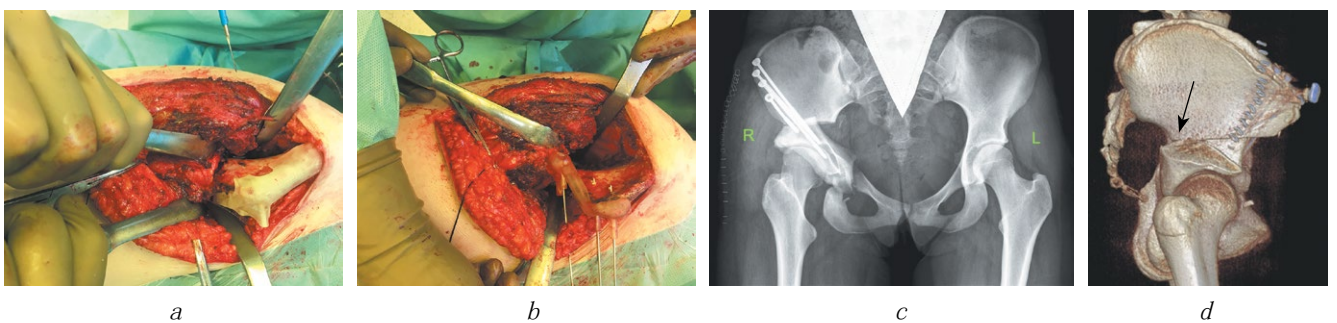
个性化导航模板的临床应用: *a* - 术中模式, 用于使用模板计算髂骨体截骨术的确切位置; *b* - 术中照片: 使用模板固定髋臼的空间位置 (在经计算的矫正位置中); *c*、*d* - 骨盆三处截骨术的放射学和多层 CT 结果 (采用所选的技术)
